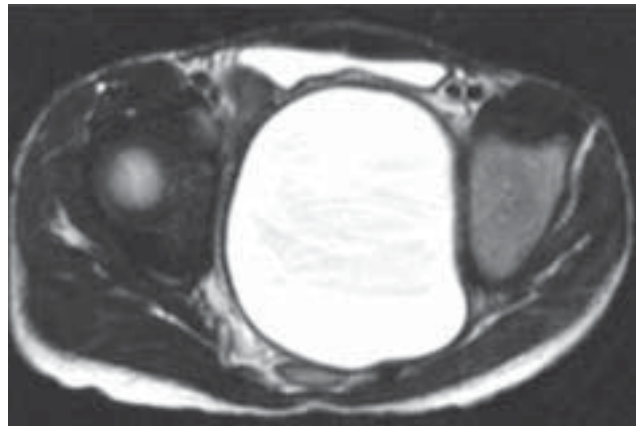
Coupe axiale IRM en séquence pondérée T2
